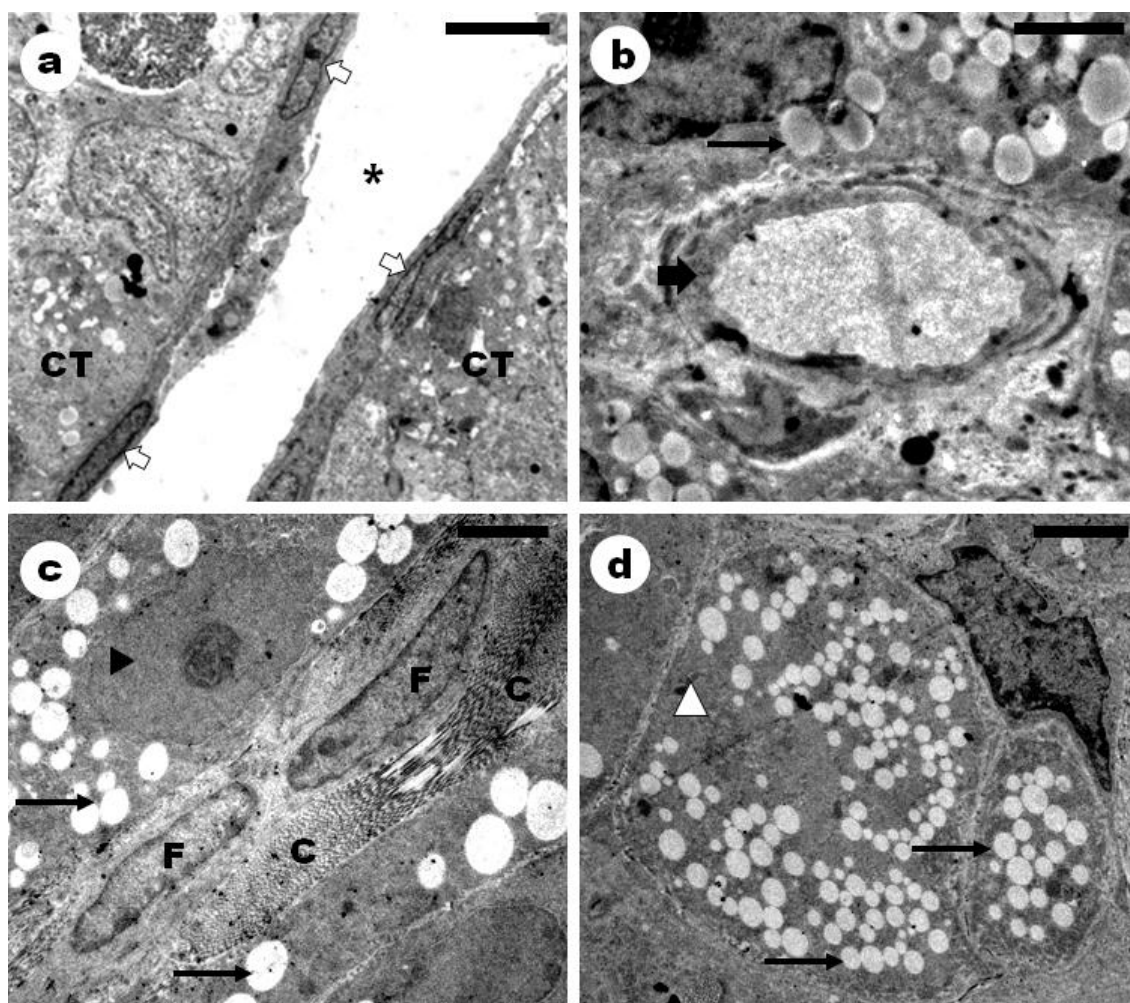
Ultraestrutura dos componentes do compartimento intertubular do morcego *Sturnira lilium*. a) \*: Espaço linfático; ⇨: Célula mióide na túnica própria; CT: compartimento tubular. Barra: 5  $\mu\text{m}$ . b) ➡: Vaso sanguíneo; →: Gotículas lipídicas no citoplasma da célula de Leydig. Barra: 2,5  $\mu\text{m}$ . c) ▶: Núcleo de célula de Leydig; →: Gotículas lipídicas no citoplasma da célula de Leydig; F: Núcleo de fibroblasto; C: Fibras colágenas no tecido conjuntivo intertubular. Barra: 2,5  $\mu\text{m}$ . d) Δ: Citoplasma de célula de Leydig; →: Gotículas lipídicas no citoplasma da célula de Leydig. Barra: 3  $\mu\text{m}$ .
